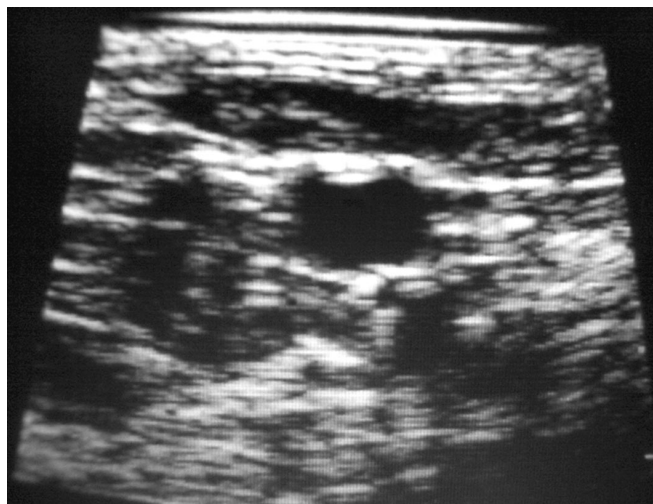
Immagine ecografica della vena giugulare interna di un neonato di 20 giorni.
